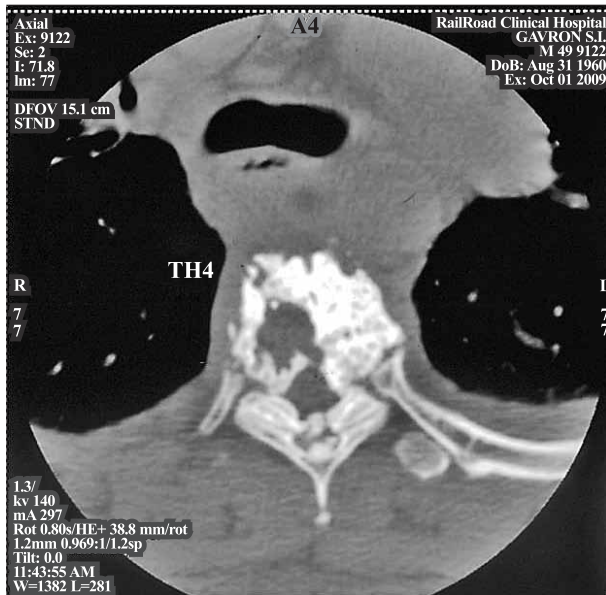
Компьютерная томограмма 4 грудного позвонка у больного Г. Коаксиальная проекция. Сочетание остеосклероза и остеолитиза
